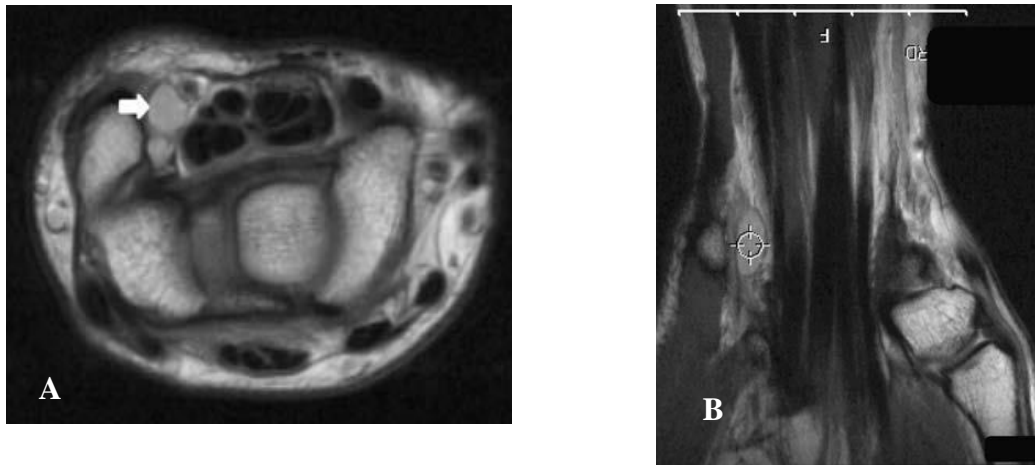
IRM du poignet montrant un kyste (flèche) comprimant le nerf dans le tunnel ulnaire.
